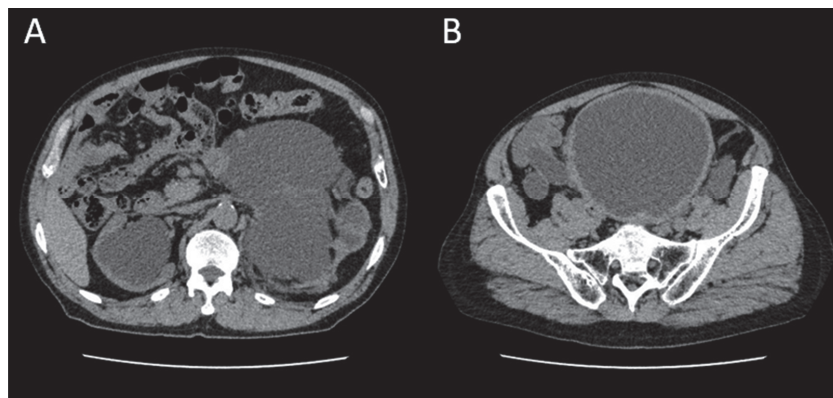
CT scan images on admission.
